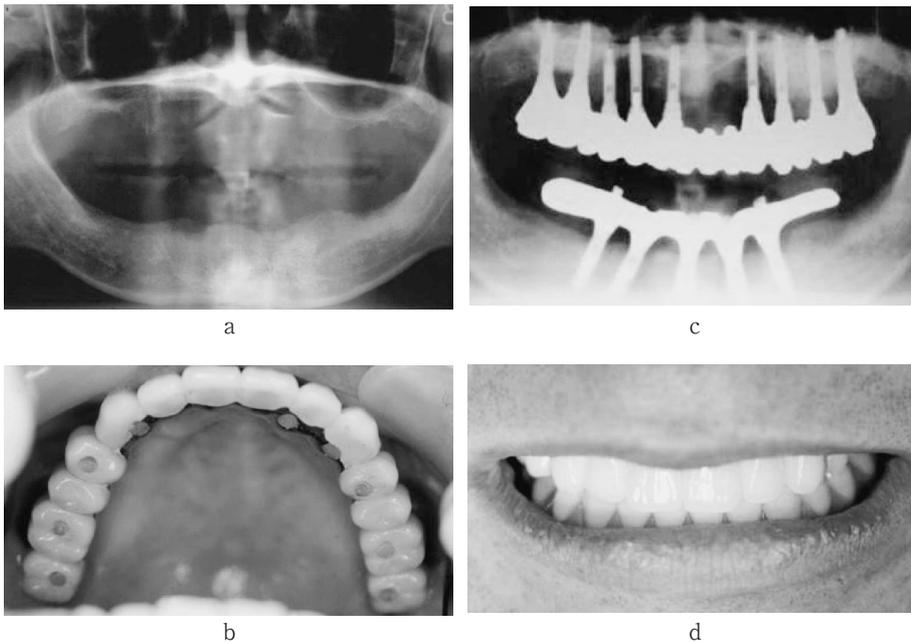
上顎洞底挙上術，術前術後のパノラマX線写真。
